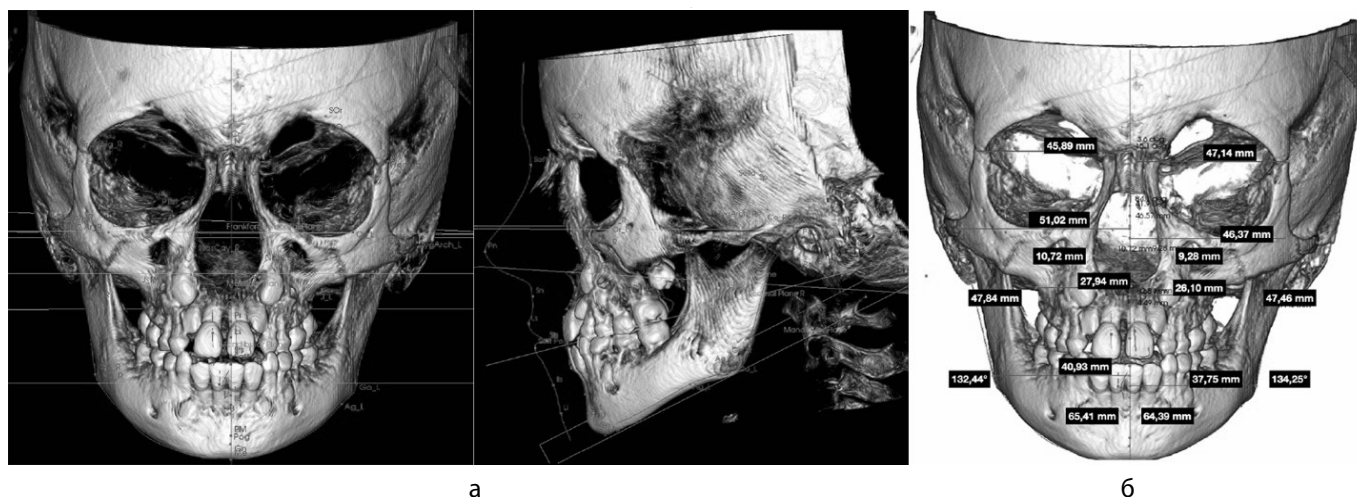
Серия панорамных реформатов конусно-лучевой томографии черепа с нанесенными костными ориентирами ширины и диагоналей лица (а) и вычисленными линейными параметрами ширины лица в программе 3D-цефалометрия (б) пациентки 7 лет с мезиальной окклюзией зубных рядов
